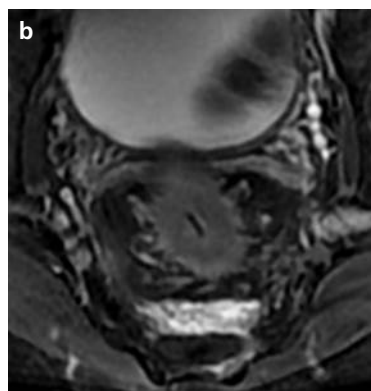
Linfogranuloma venéreo rectal simulando neoplasia maligna con compromiso ganglionar en la resonancia magnética de alta resolución.
